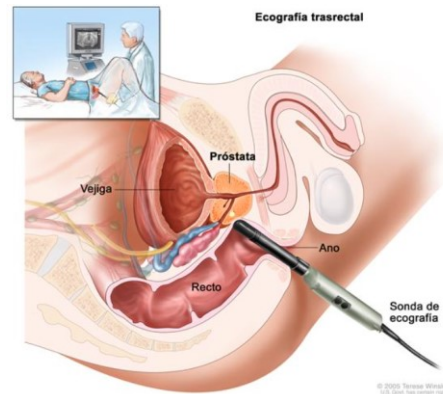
Ecografía transrectal (113).
